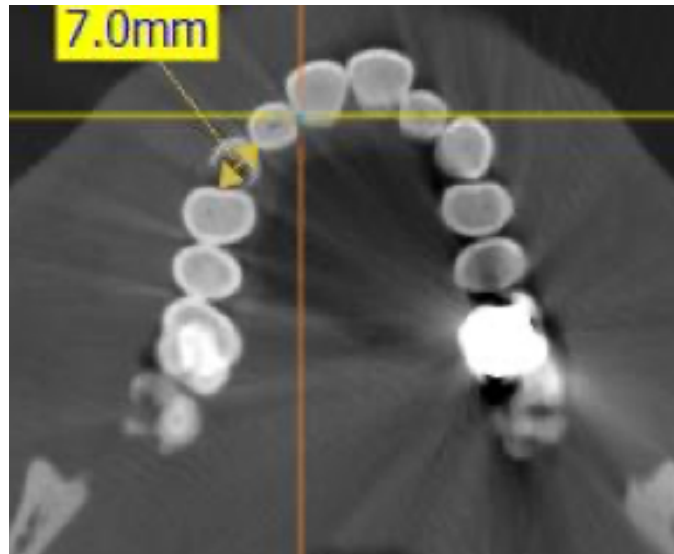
Distancia mesio distal, CBCT en el mismo paciente.
